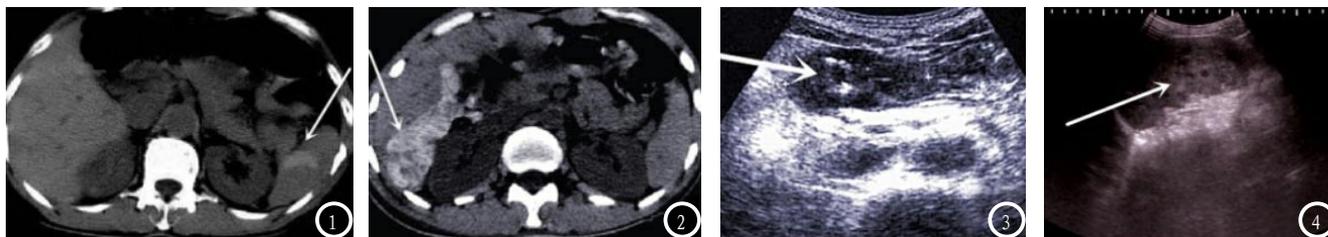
图1为脾内出血者CT图像；图2-3为结肠壁破裂者CT及超声图像；图4为脾破裂者超声图像。
